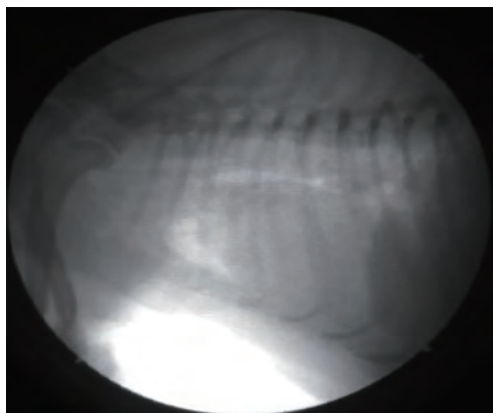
症例9の初診時胸部X線透視検査所見。安静呼気時。胸腔内気道が虚脱し、気管・気管支軟化症所見がみられた
